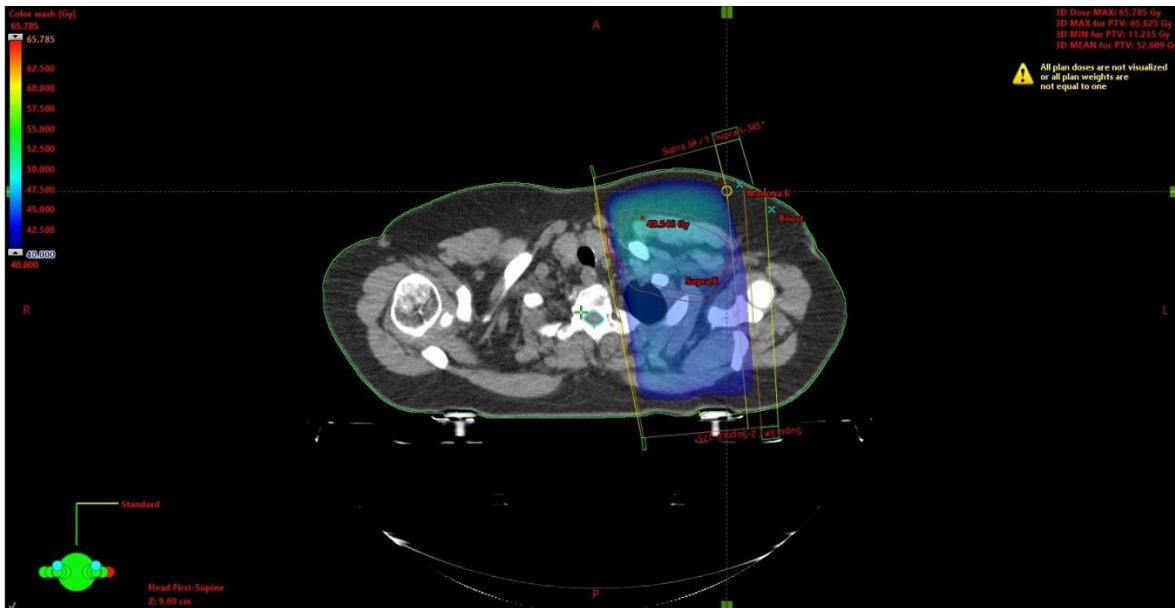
CT-Planung der ventrodorsalen Gegenbestrahlung der Axilla, sowie supra- und infraclaviculär
